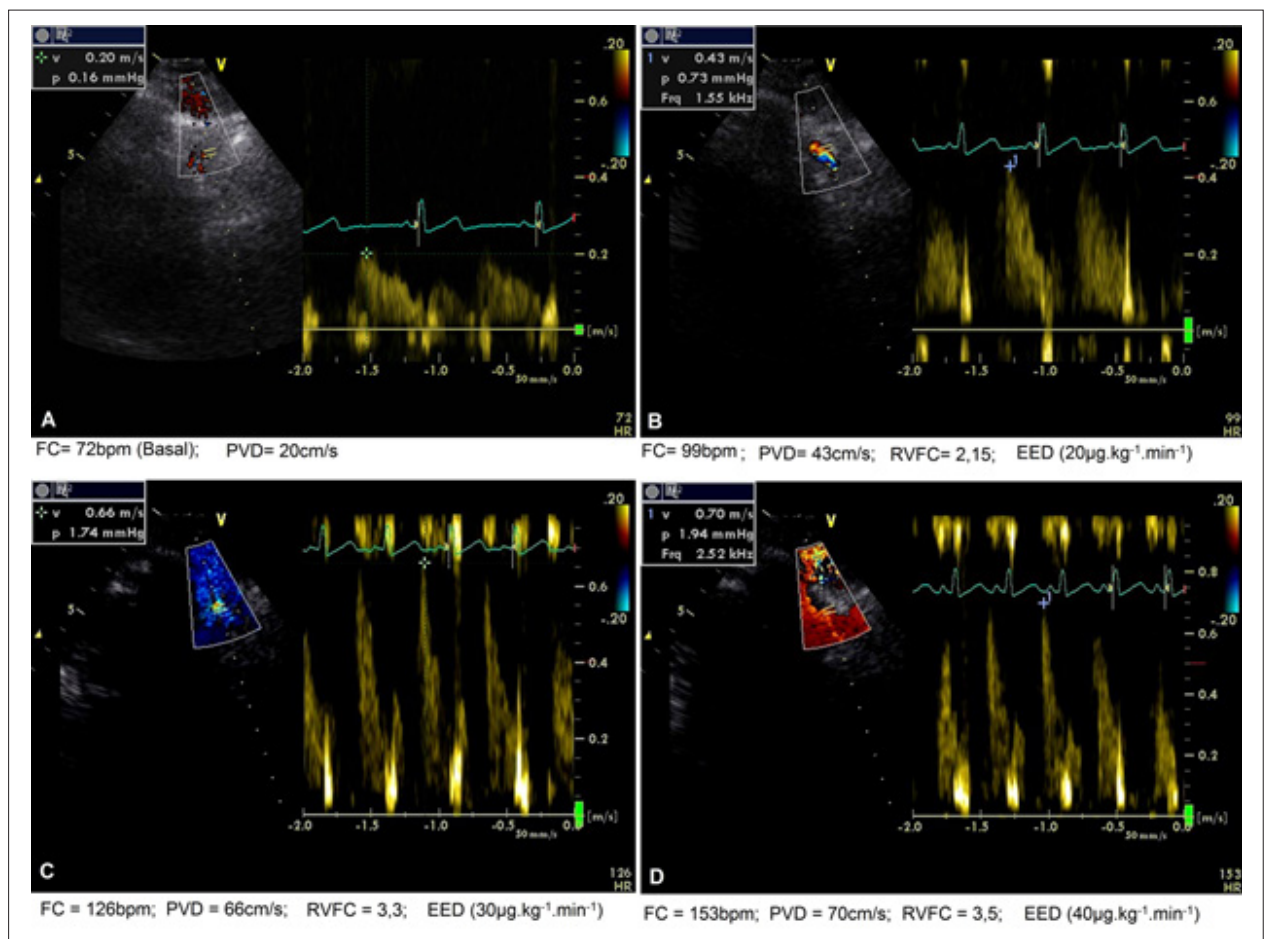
Paciente do sexo masculino com frequência cardíaca (FC) alvo de 140 bpm. A figura 2A mostra o registro do Doppler na artéria coronária descendente anterior (ADA) em condição basal. Na figura 2B, durante o ecocardiograma sob estresse com dobutamina (EED), com dose de 20 µg.kg⁻¹.min⁻¹ e FC = 99 bpm, registra-se a reserva de velocidade de fluxo coronariano (RVFC) adequada (2,15) e precoce, a qual aumenta progressivamente, inclusive após alcançar a FC alvo (figura 2D). Contratilidade do ventrículo esquerdo normal durante todo o exame.
